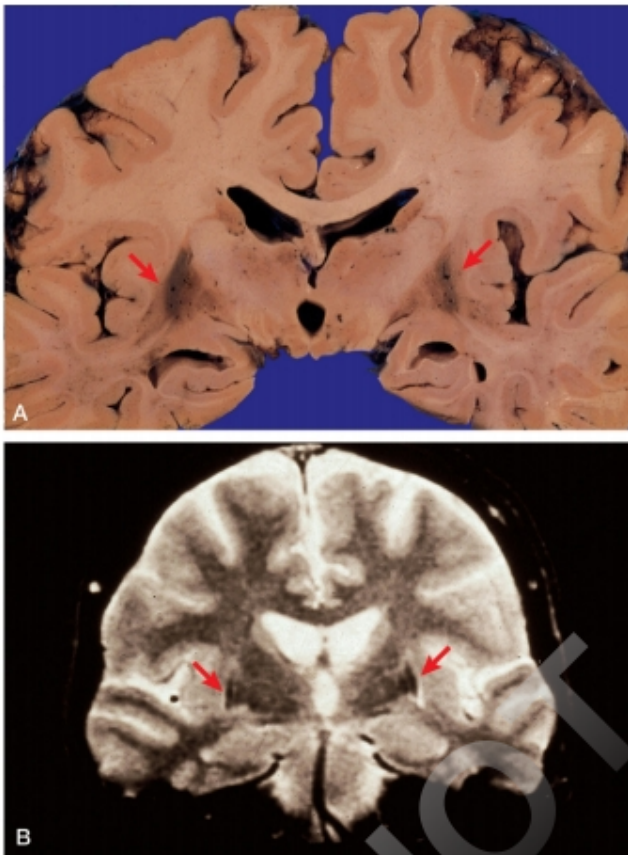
Atrofia multisistémica de presentación parkinsoniana. A. Corte coronal de los hemisferios cerebrales. Atrofia e hiperpigmentación de los putámenes. B. RM. Señal mixta hipointensa e hiperintensa en los putámenes.
